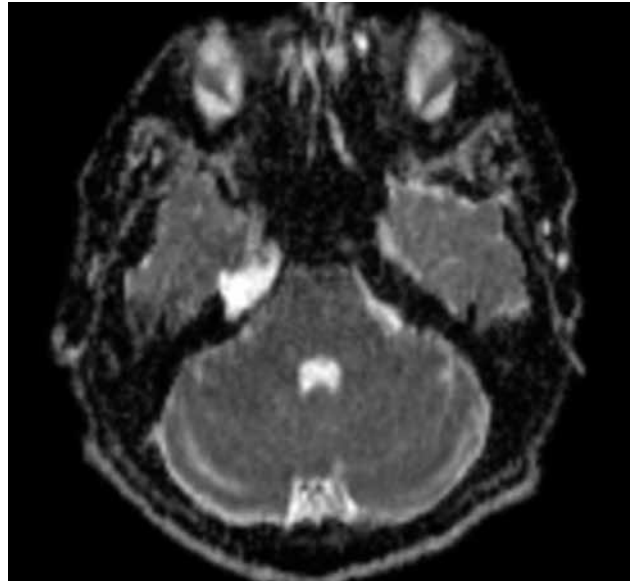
Difüzyon manyetik rezonans sağ petröz apekte gözlenen yüksek sinyalli lezyon.
